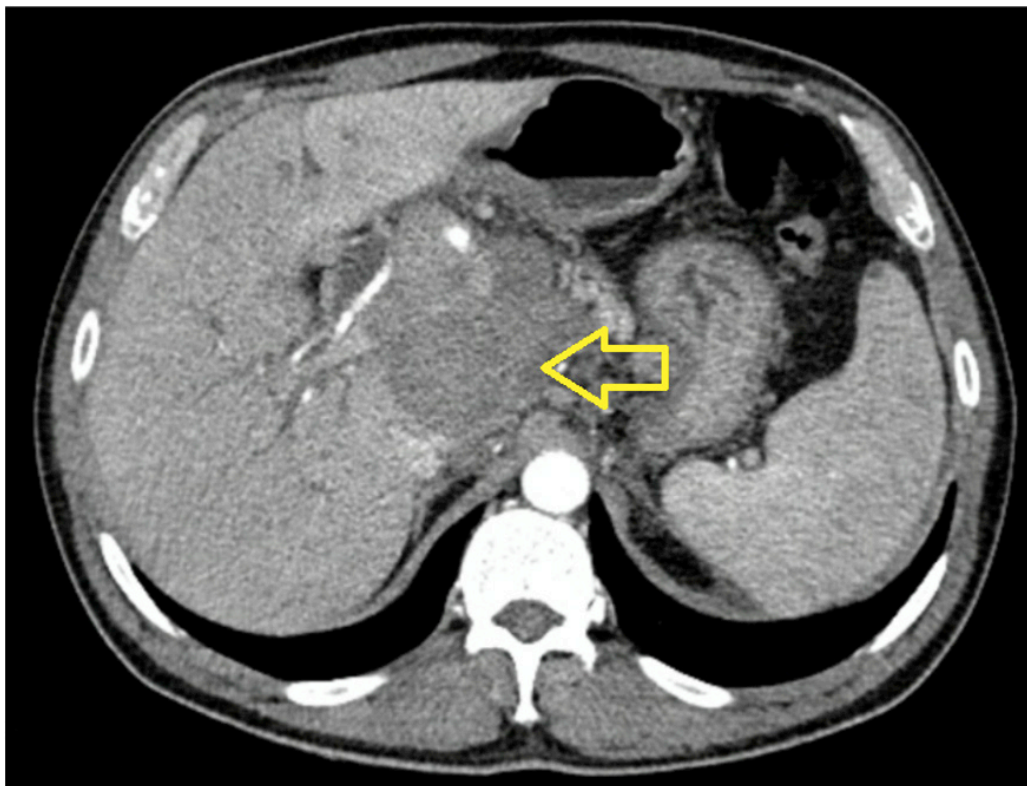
Tomografía computarizada de abdomen y pelvis con contraste que evidencia conglomerado adenopático (flecha) en relación a la vía biliar.
